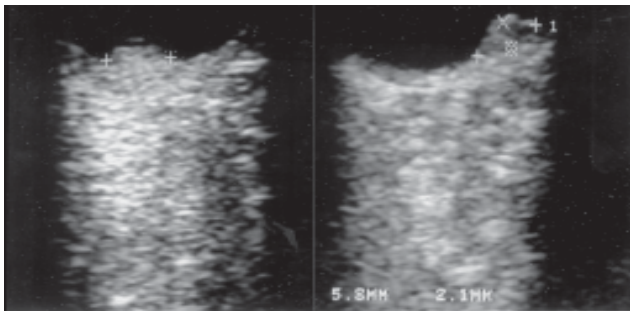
Ecografía de melanoma: lesión sobreelevada de mediana ecogenicidad. Patrón típico de melanoma.
